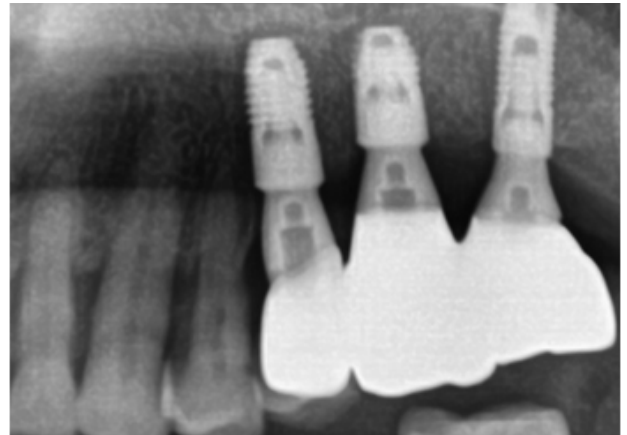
3년 경과 후 X-ray 상에서 자연치와 임플란트 모두 건강한 소견을 보여주고 있다.
